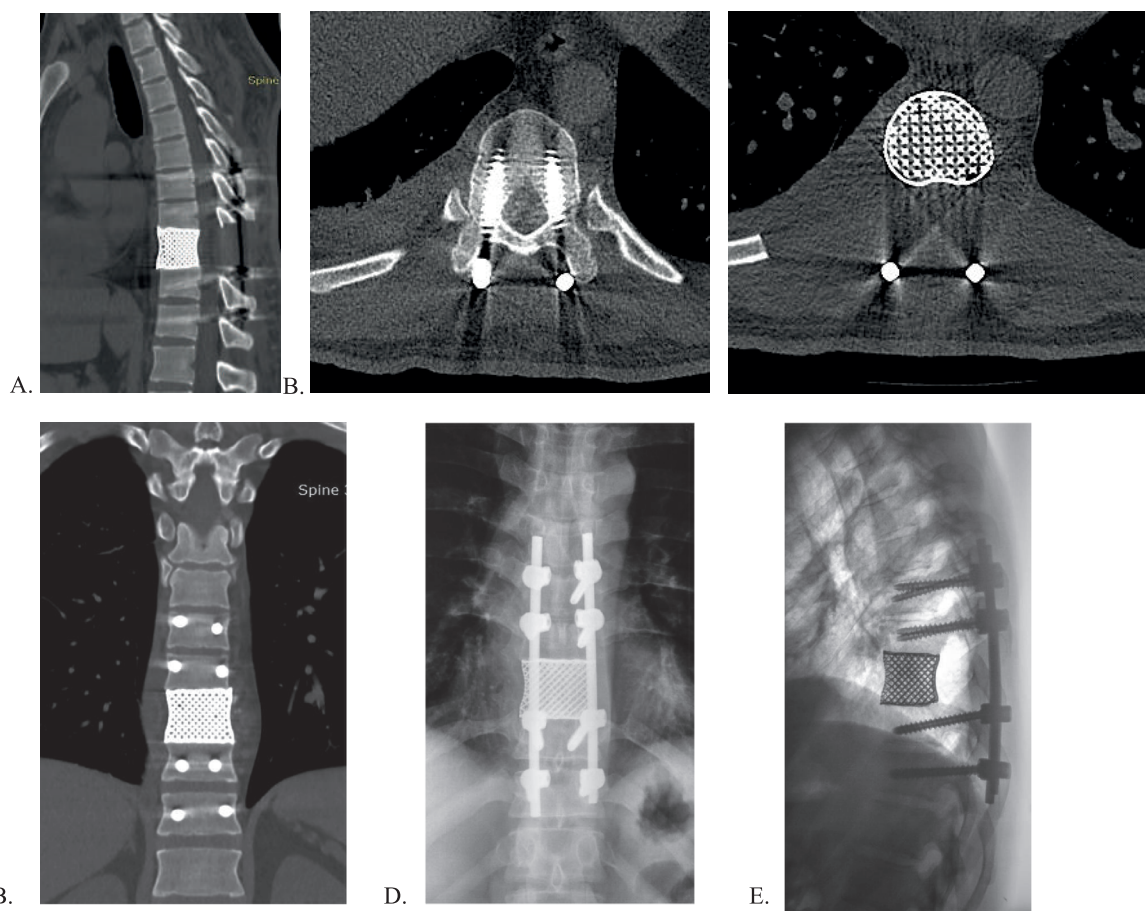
Case 2. 37-year-old man presented with tumor of the T9 vertebra. Surgical resection and reconstruction was performed in combination with a 3D printed, patient-specific implant. Custom design features included porous titanium endplates, corrective angulation of the implant to restore sagittal balance. In addition, the customized features of the patient specific implant eliminates the need for fixation the 3D implant to the transpedicular construction. A: Postoperative sagittal section. B: Postoperative axial section. C: Postoperative frontal section CT scans and X-ray at 60 months. D: Frontal. E: Sagittal
